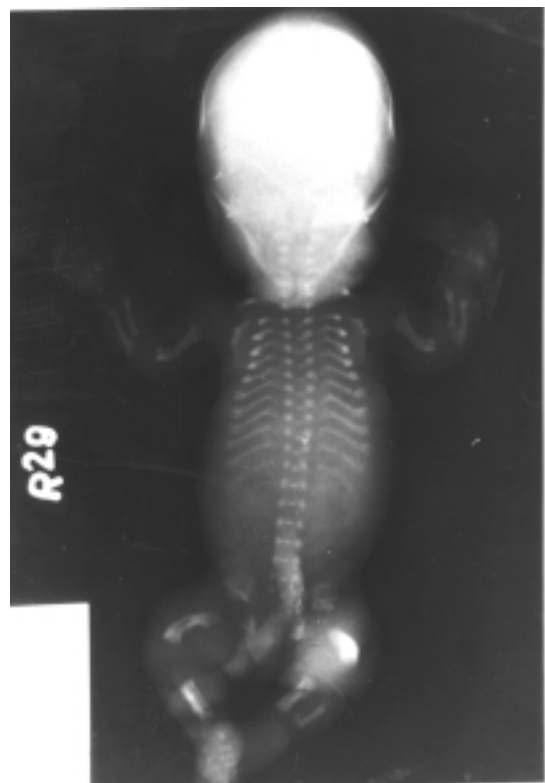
Radiographic demonstration of typical features. Short ribs (pear-shaped chest), telephone receiver- shaped femora, and macrocephaly.
